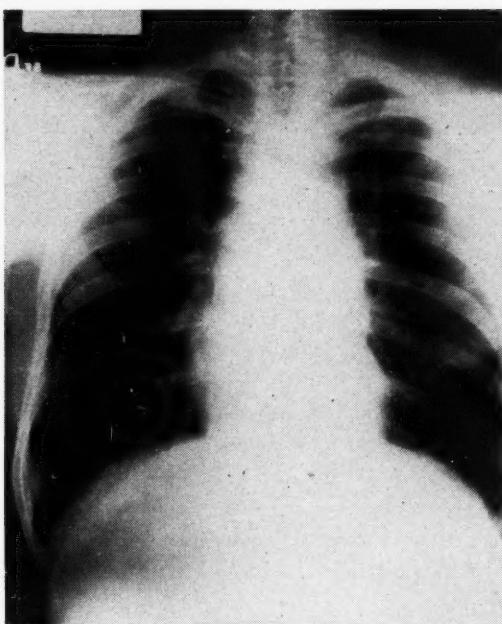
Radiographie du thorax.
